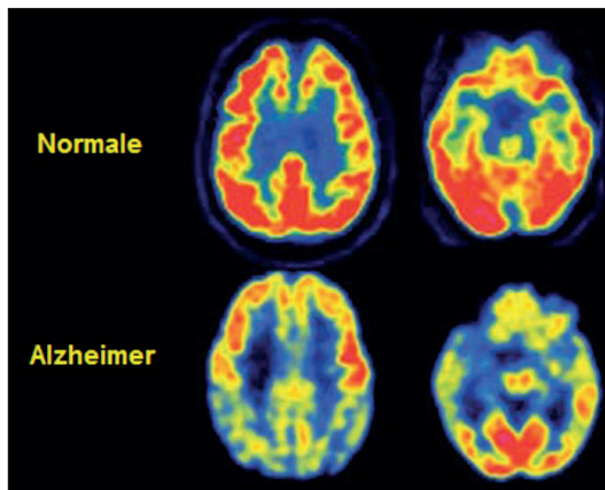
Immagini FDG-PET di un soggetto normale di controllo e di un paziente con AD. Si apprezza un quadro di severo ipometabolismo (regioni corticali in giallo e blu) nella corteccia associativa e limbica (lobi parietale postero-mediale e laterale, e temporale laterale e mediale) (23).
